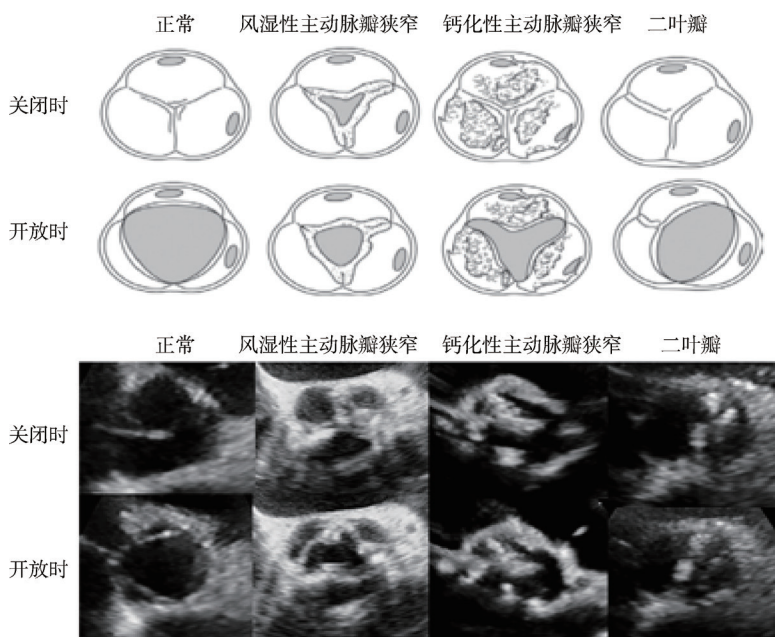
正常、风湿性主动脉瓣狭窄、钙化性主动脉瓣狭窄及二叶瓣的解剖结构图和超声下形态图。解剖结构图摘自参考文献 [8]
